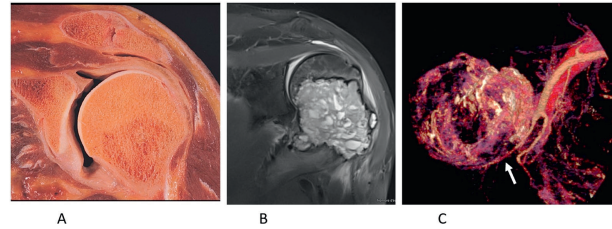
A. Coupe anatomique frontale de l'épaule montrant les rapports de la métaphyse avec la capsule articulaire. B. Exemple de sarcome de haut grade de l'humérus proximal, coupe IRM T2 frontale avec extension à la capsule inférieure. C. Envahissement de l'artère humérale circonflexe postérieure, témoignant de l'impossibilité de conserver le nerf axillaire.
